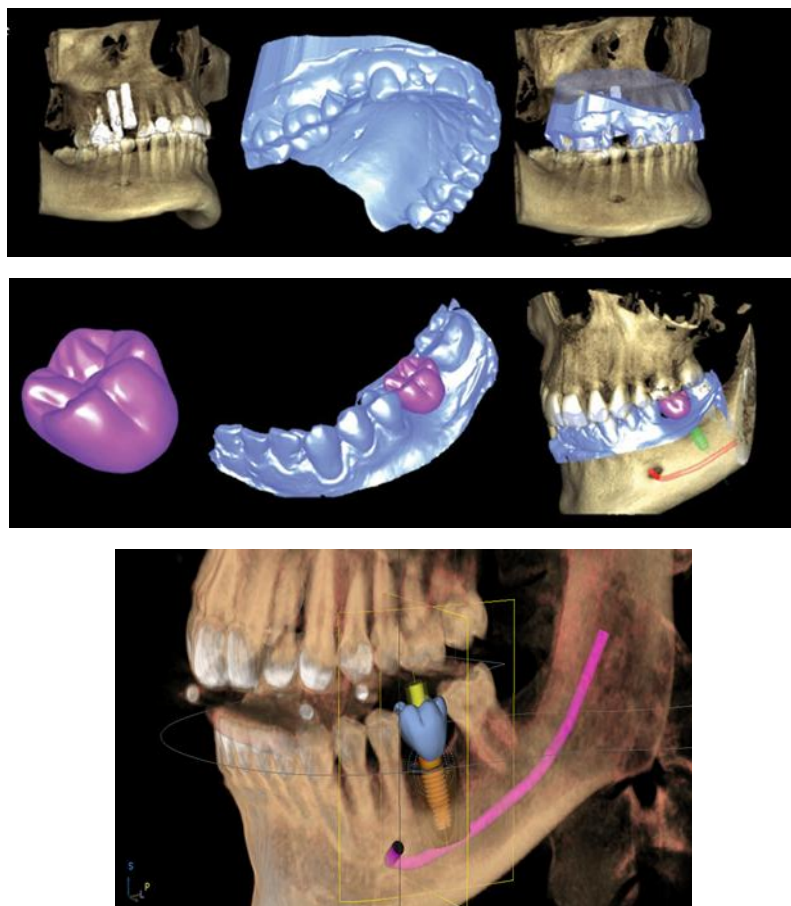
Планирование ортопедического и хирургического лечения. Наложение конусно-лучевой компьютерной томограммы, 3D-модели челюсти и сканированного оттиска
